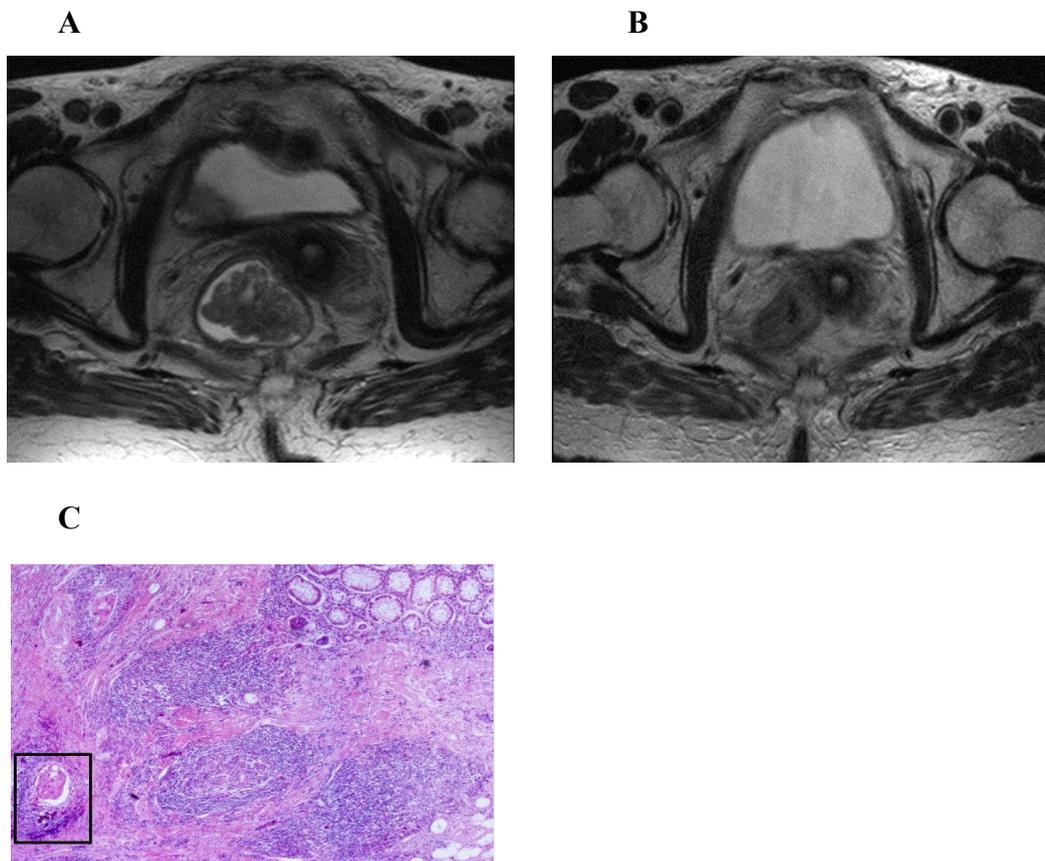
MRI di carcinoma del retto inferiore prima del trattamento neoadiuvante con infiltrazione della parete muscolare (c-T2N0) (A) Risposta clinica completa a 12 settimane dalla fine del trattamento(yc-T0N0) (B.) All'esame istologico: minimal residual disease con focolaio neoplastico nella sottomucosa (C).
